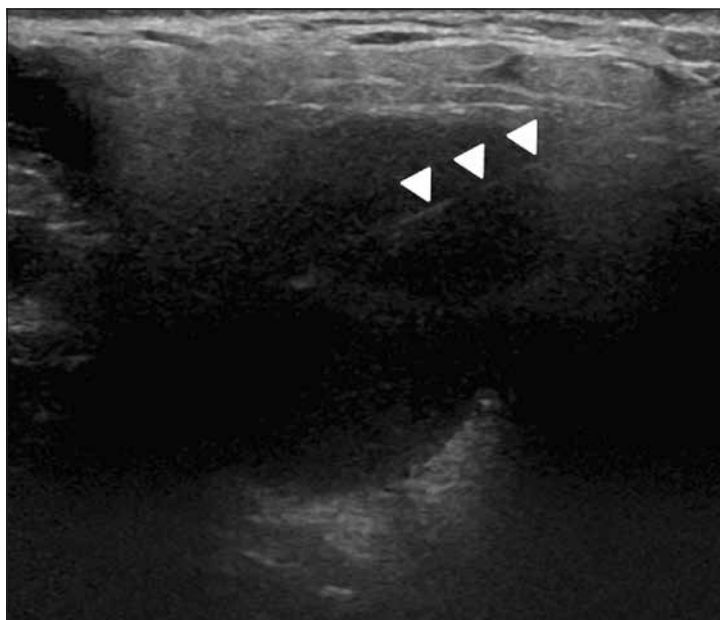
US-FNAC di un Carcinoma Adenoide Cistico della parotide. L'esame ecografico mostra un nodulo solido ovoidale, a margini regolari, omogeneamente ipoecogeno. L'immagine mostra il tragitto dell'ago all'interno della lesione (punte di freccia).
